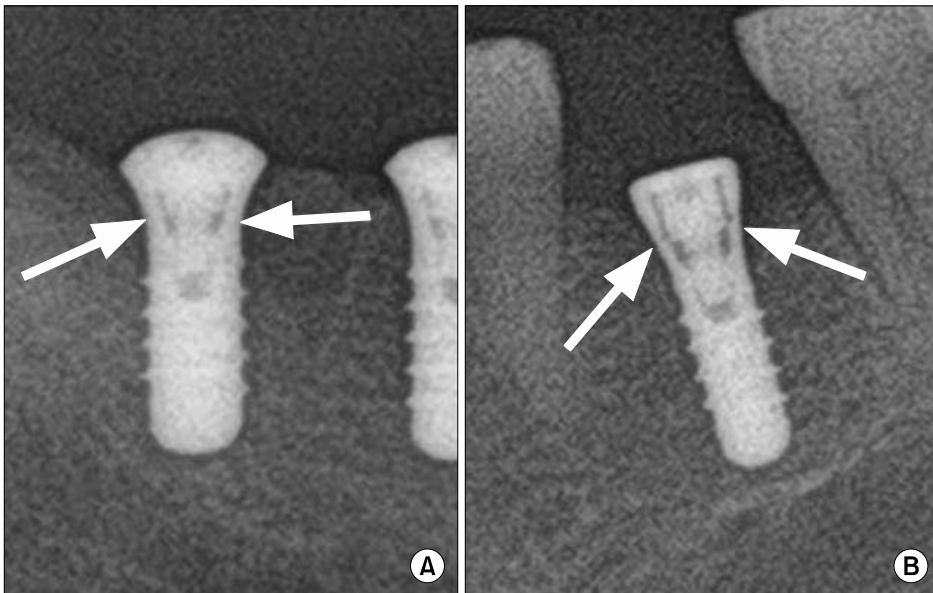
Marginal bone loss measurements in the panoramic radiography showing the relationship between implant fixture and marginal crestal bone height (arrows), Straumann tissue level® (Institute Straumann, Waldenburg, Switzerland) implant with closure screw (A) and cover screw (B).
